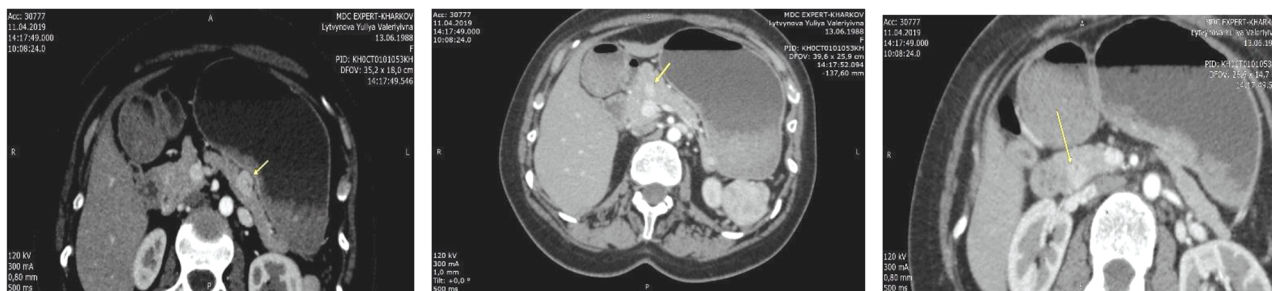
Мультidetекторна КТ черевної порожнини та заочеревинного простору
